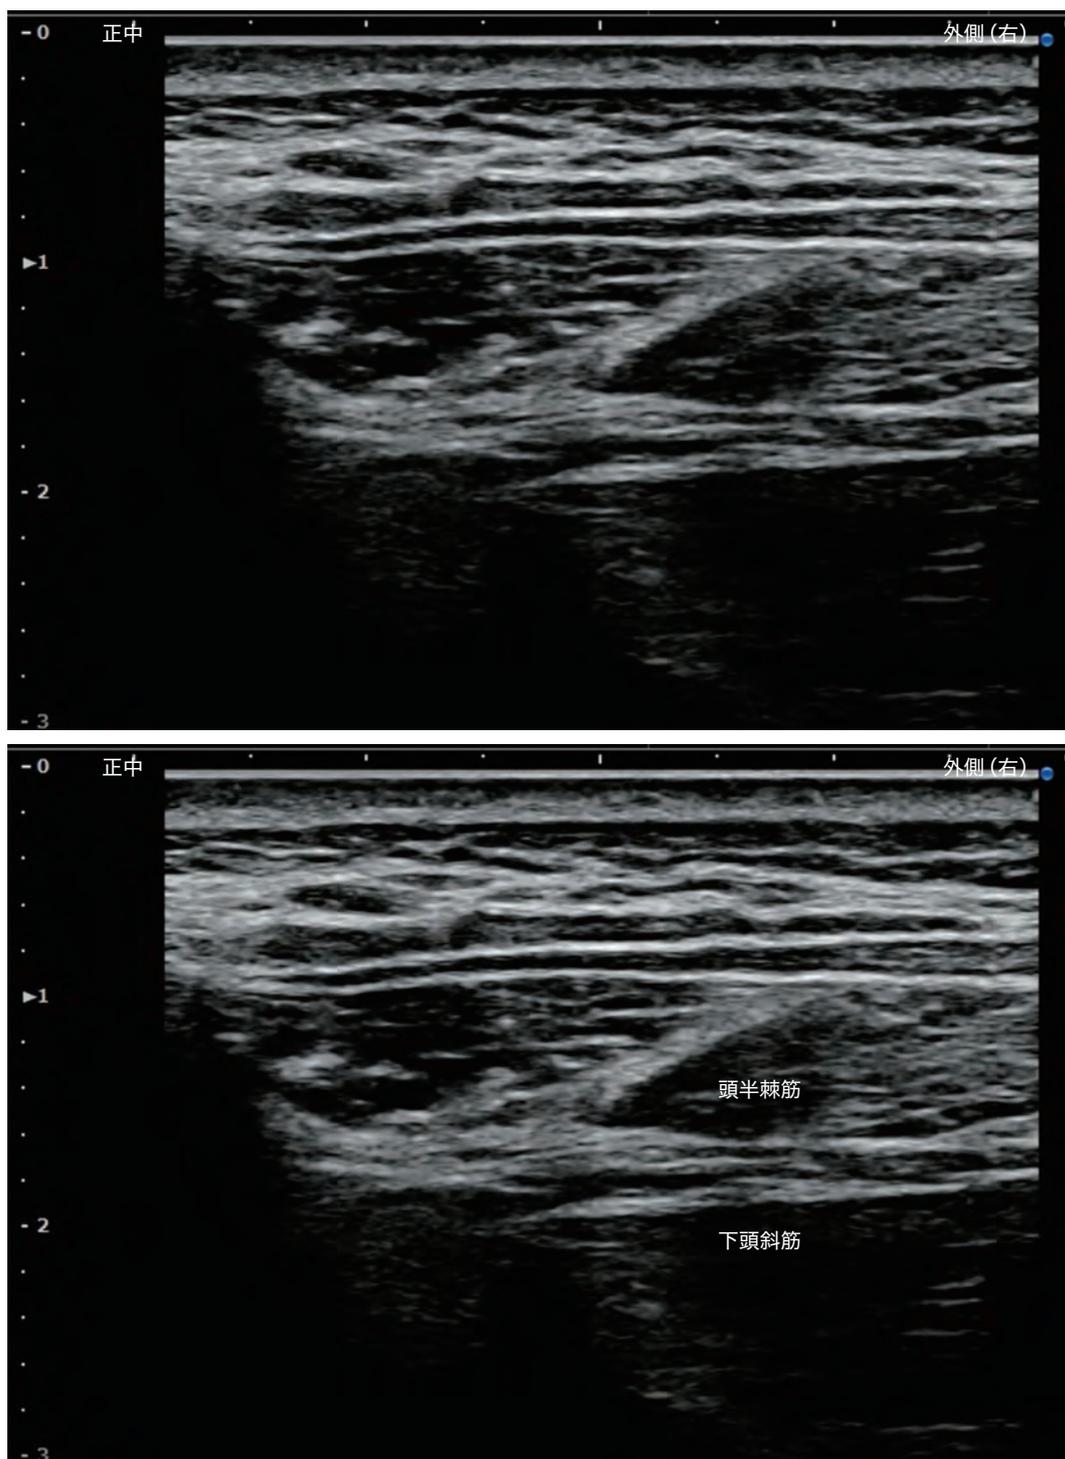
大後頭神経に対する超音波ガイド下注射(短軸像・平行法)
